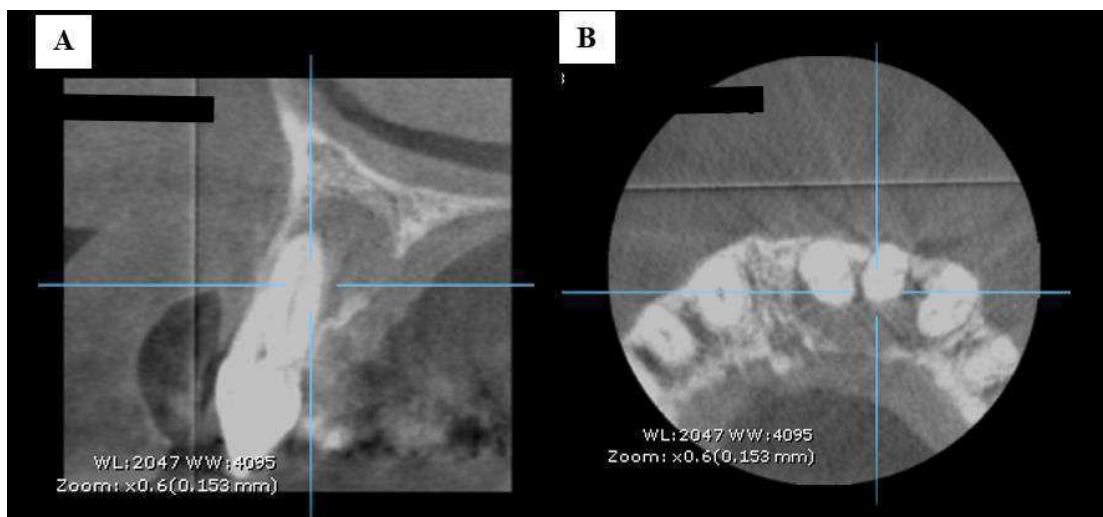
Tomografia computadorizada de feixe cônico. A: Acometimento da lâmina palatina em corte sagital. B: Acometimento da lâmina palatina em corte sagital.
